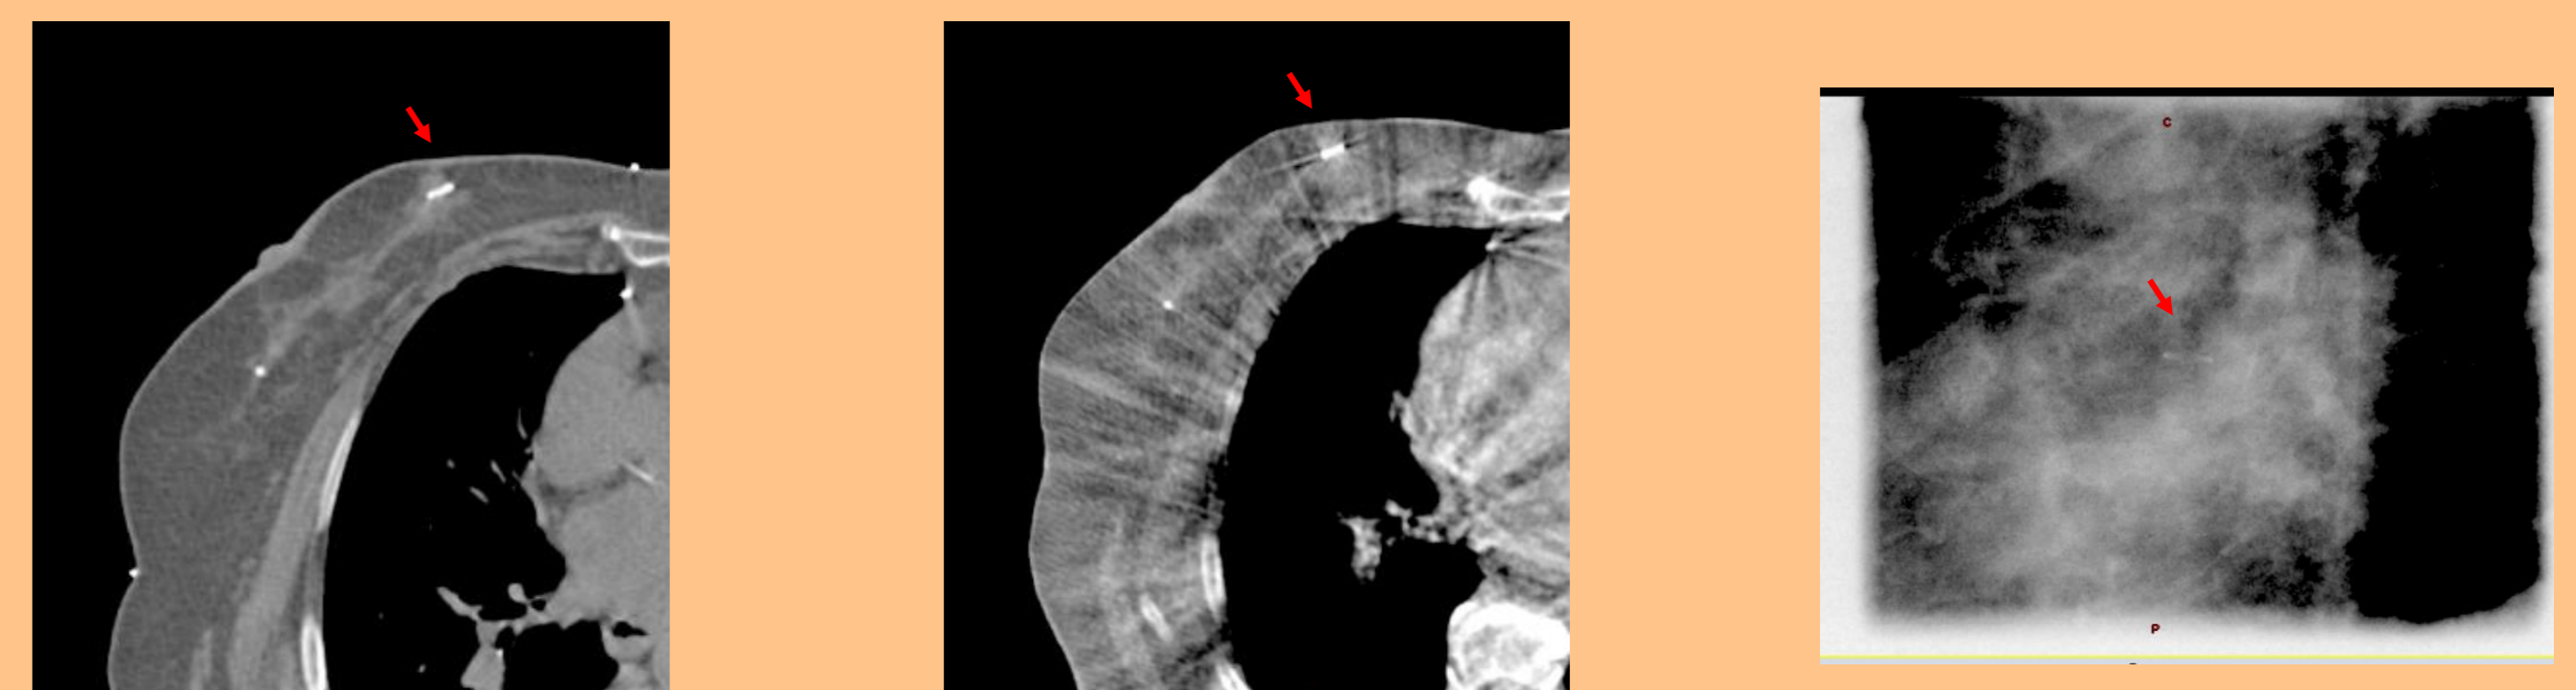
CT, CBCT e imagen plana de rayos X respectivamente, de una paciente con una marcador esférico insertado. Las tres modalidades de imagen permiten visualizar correctamente el marcador
